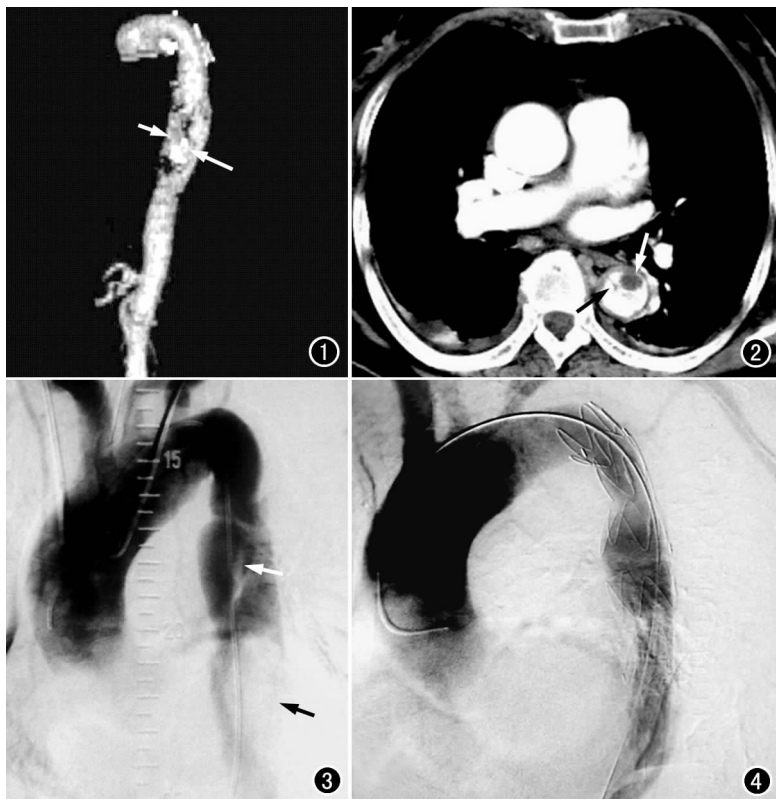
CT 血管容积再现斜矢状面图像显示 TADA 破裂口位置(长箭), 假腔内血栓(短箭)。图 2 CT 增强扫描示降主动脉夹层动脉瘤破裂口位置, 真腔小, 假腔大伴血栓形成(白箭)及内膜瓣(黑箭)。图 3 升主动脉造影显示胸段降主动脉内膜瓣走行(白箭), 真腔变窄, 假腔内充盈缺损(黑箭)。图 4 血管内覆膜支架置入后升主动脉复查造影显示胸降主动脉破裂口被封闭, 真腔增大无内漏。
